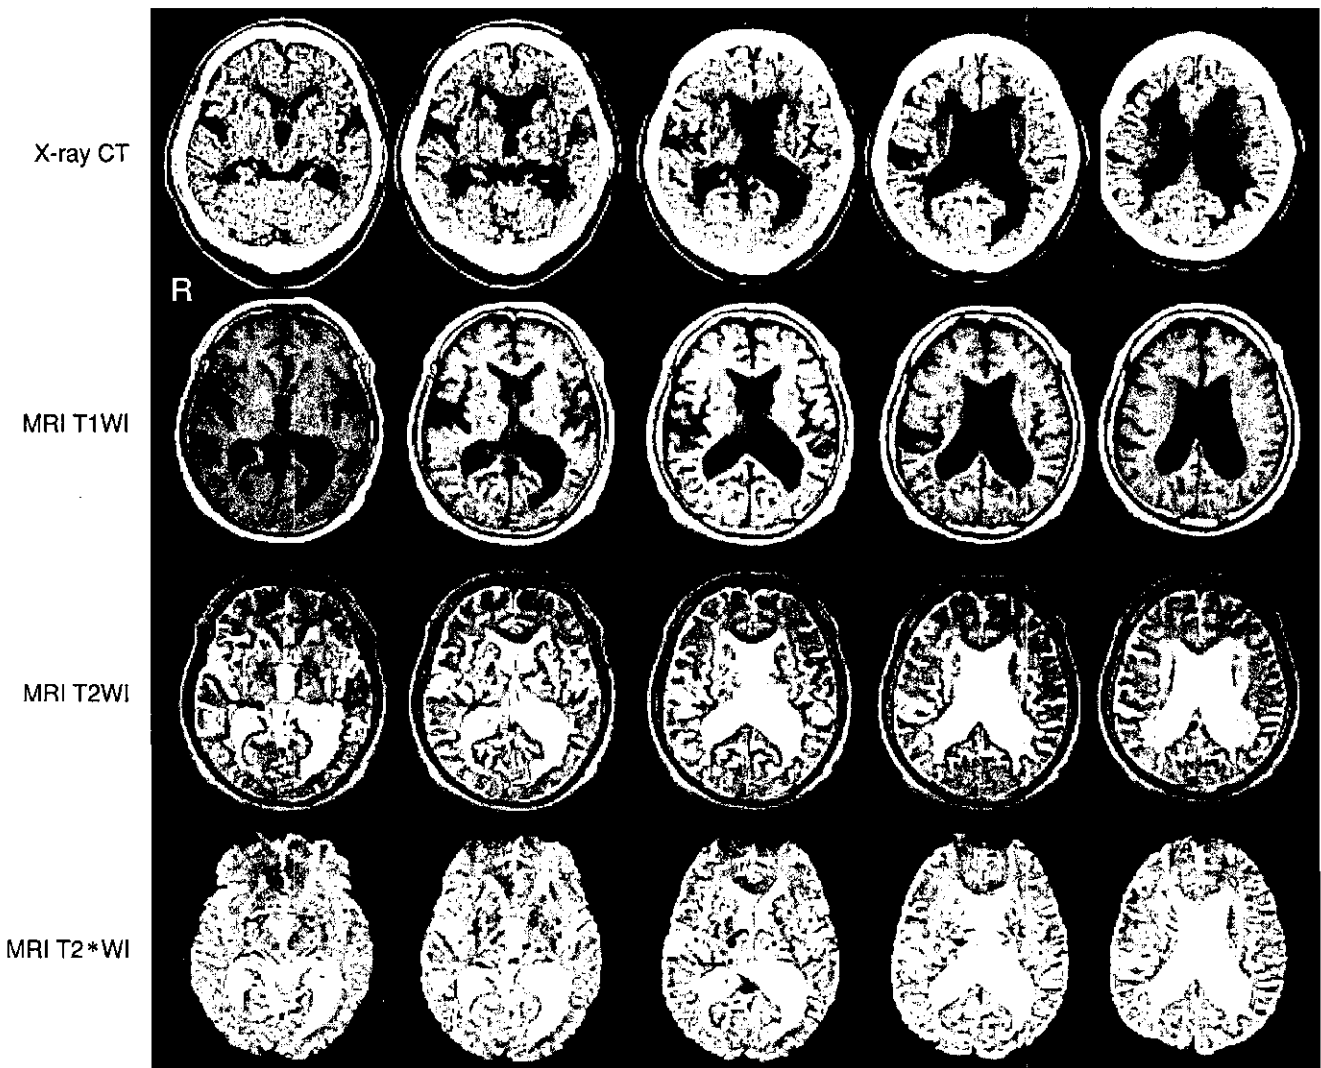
多発性ラクナ梗塞と多発性脳出血による血管性痴呆と診断された54歳、男性のX線CTとMRIの水平断
